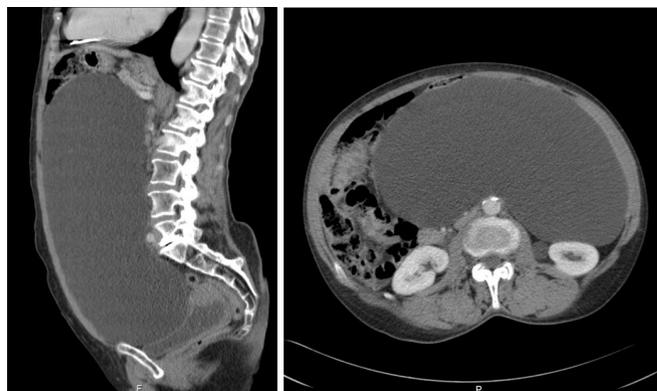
Imagens da TC-AP: a direita corte sagital e a esquerda corte axial. Em ambas é possível observar quisto uniloculado de conteúdo homogêneo ocupando grande parte da cavidade abdominal. TC-AP – Tomografia Computorizada Abdomino-pélvica.
